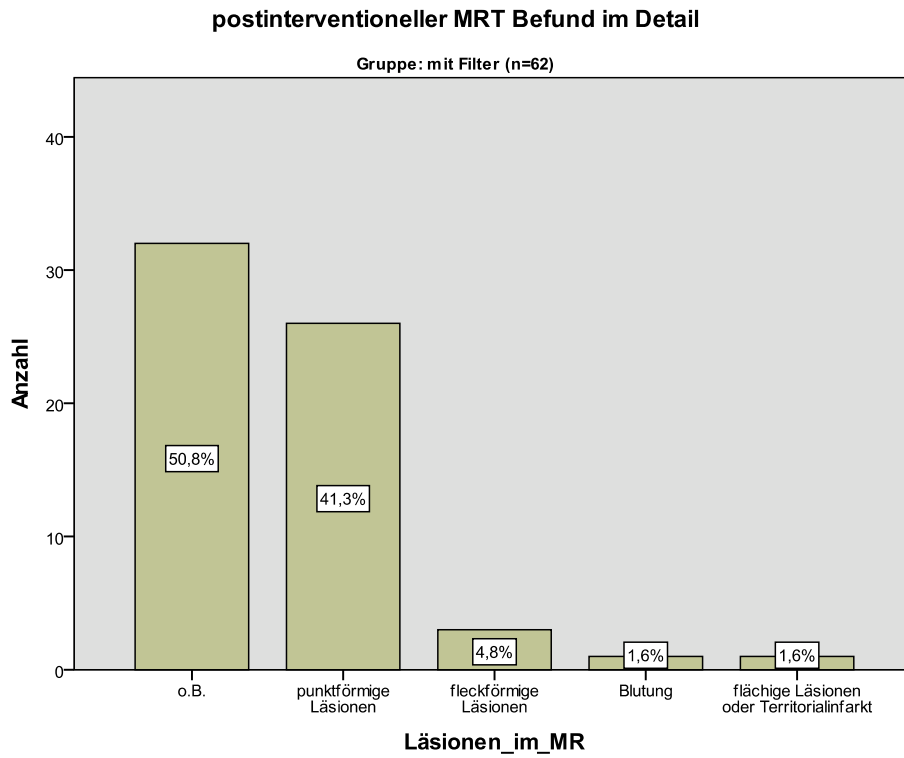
postinterventioneller MRT Befund im Detail
